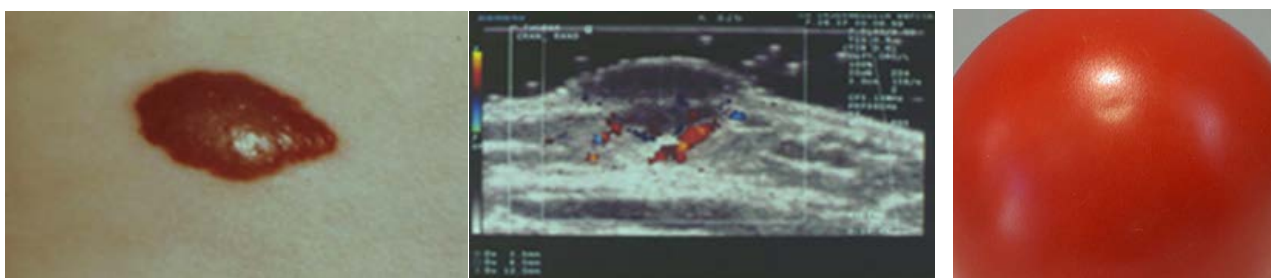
Инициальная фаза. Начальные проявления напоминают сочный помидор (слева), по УЗИ – активная микроциркуляция в нижнем слое (справа).
